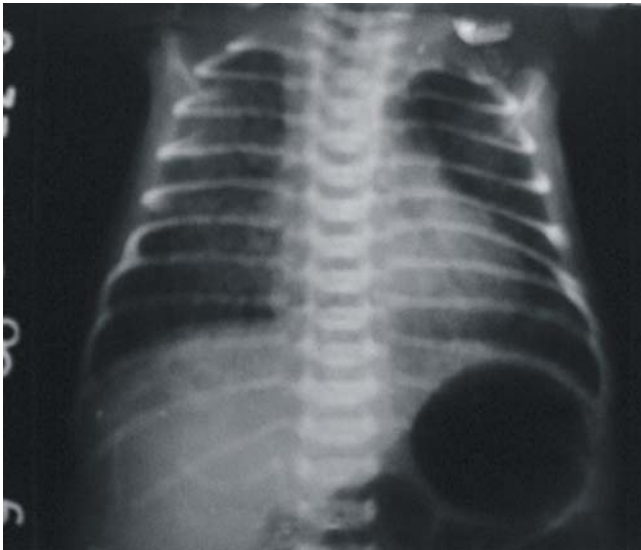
Radiografía de tórax en una vista anteroposterior de un recién nacido con aspiración de líquido amniótico meconial donde se observa, además, una zona hipertransparente que se corresponde con el enfisema intersticial.
